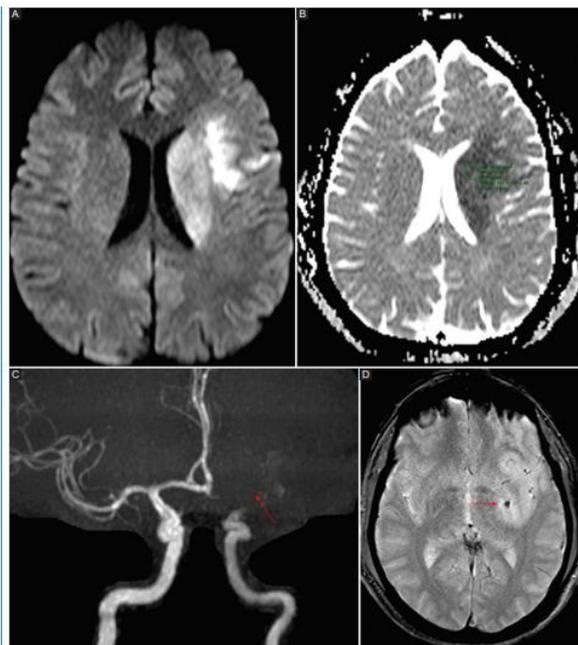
Infarto de ACM izquierda. A. DWI, B. Mapa de ADC, lesiones isquémicas involucrando territorio profundo de ACM izquierda, C. oclusión de ACM izquierda en reconstrucción de AngioRM, D. SWIp, foco de microhemorragia en ganglios de la base a la izquierda.
